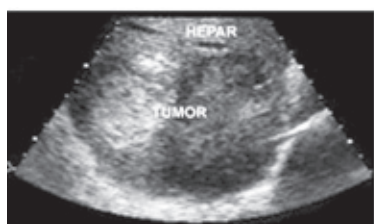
Leziuni morfologice depistate ecografic.
